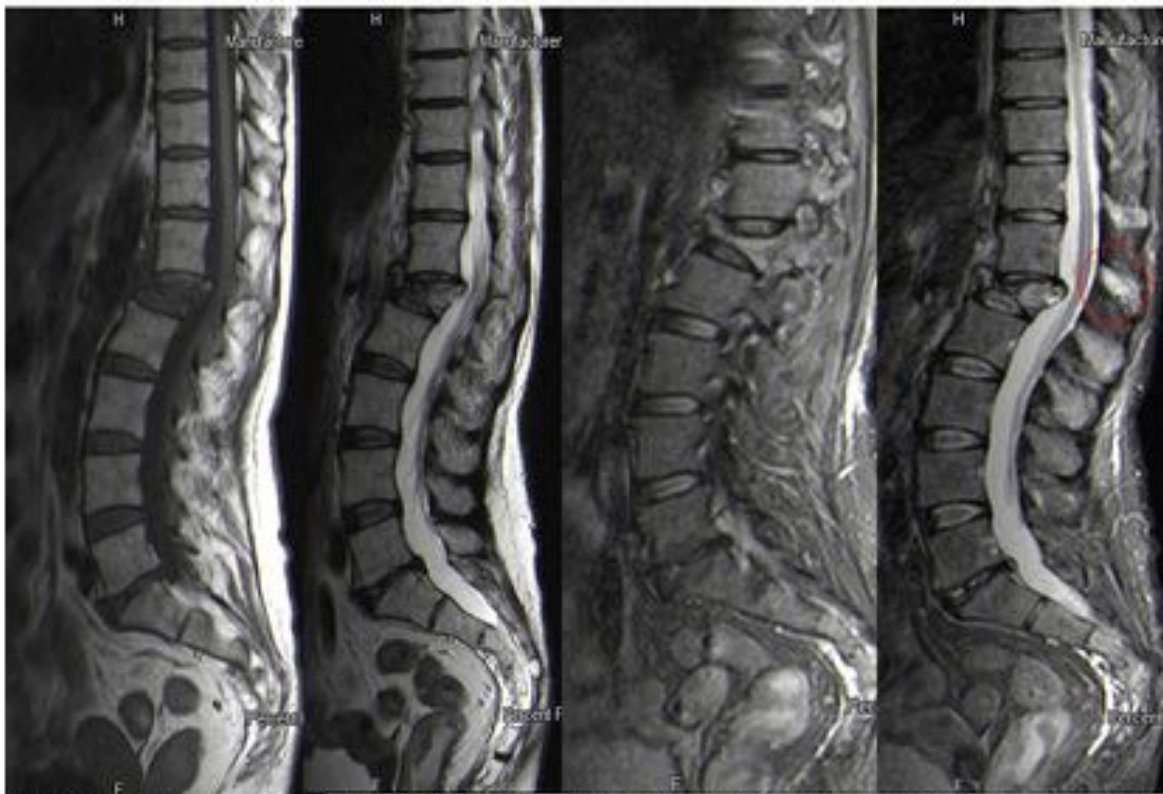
RM de columna lumbar potenciadas en secuencias T1, T2 y STIR (dos cortes) en paciente con cáncer de mama, que presenta caída. Fractura en L1 retropulsión de fragmento hacia el canal medular (signo de fractura traumática) y compresión del espacio epidural anterior, con leve-moderada estenosis del canal, sin signos de mielopatía. Aumento de la intensidad de señal en STIR en cuerpo de dicha vértebra y en la apófisis espinosa- círculo rojo- (signo de fractura patológica). Probablemente se trate de una fractura traumática tras la caída de la paciente, en una vértebra infiltrada de células tumorales, de ahí que presente características mixtas.
